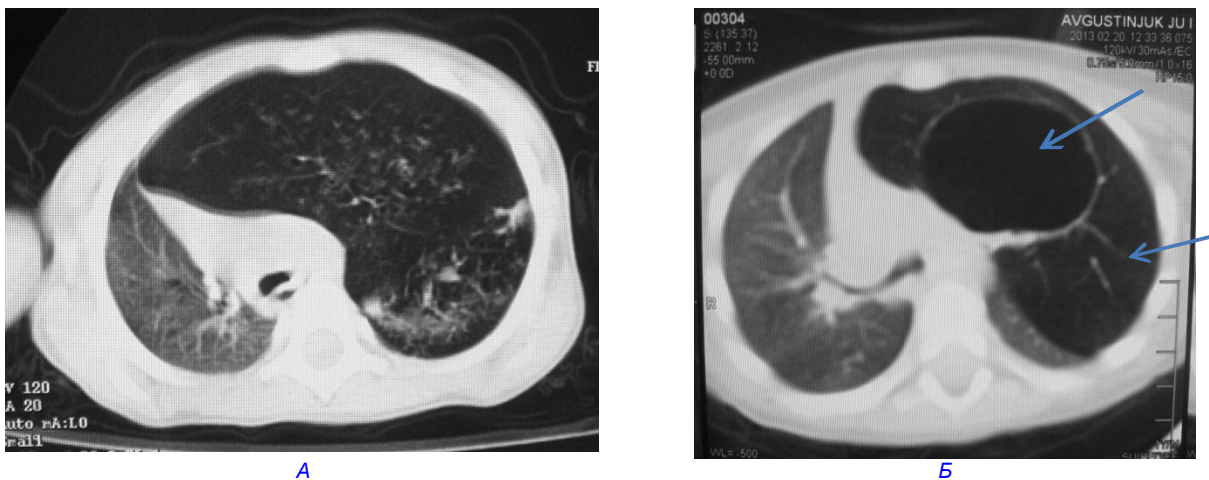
КТ з контрастуванням у пацієнтів з вродженою емфіземою S_{1-3} лівої легені (А) та верхньої частки правої легені розташованої зліва з кістозною трансформацією (стрілки) (Б). Уражені ділянки легені перероздуті, судинний малюнок збіднений, серце зміщено в протилежний бік, велика передня медіастинальна грижа, звуження трахеї в надбіфуркаційному сегменті.
